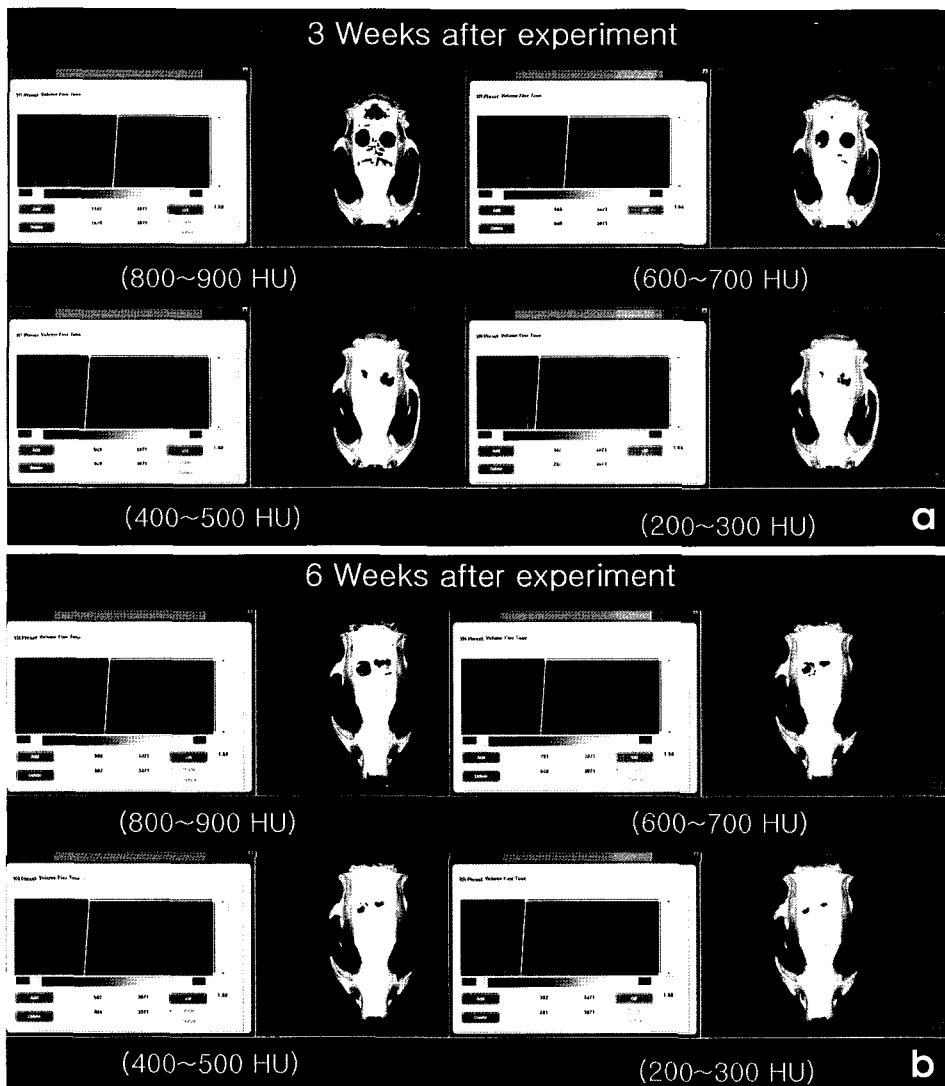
3-D CT images using V-Works 5.0 software reconstructed under four threshold values at 3 weeks after bone defect formation (a), 6 weeks after bone defect formation (b).
